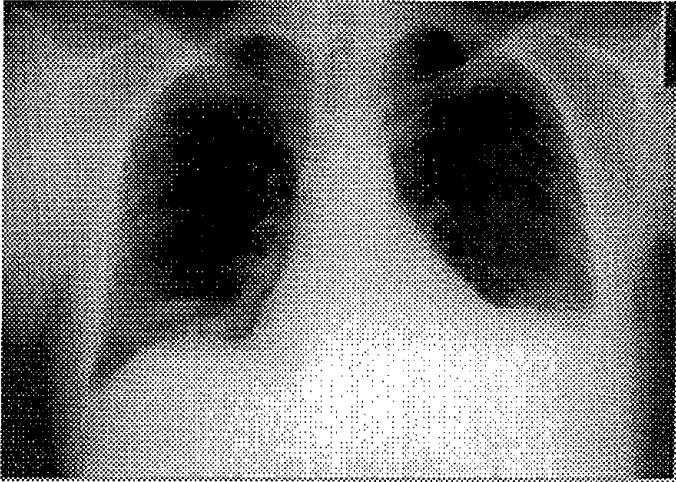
Radiographie de face du 16/09/99
